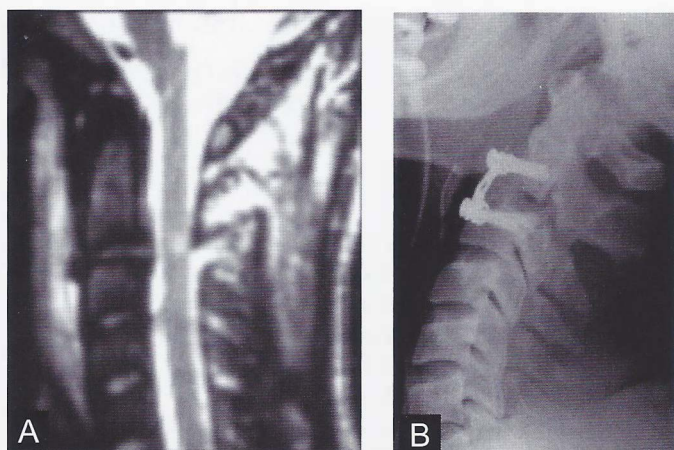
Ressonância magnética de lesão disco-ligamentar C2-C3 (A). Radiografia Pós-operatória após a fixação com placa anterior (B).
